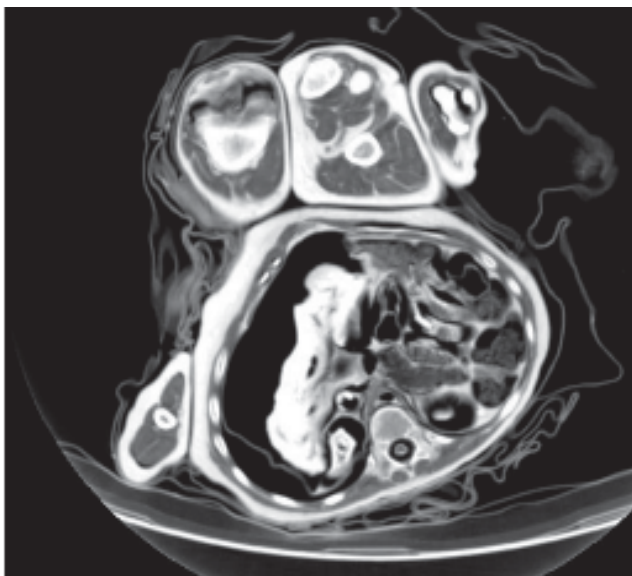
TC axial del abdomen de El Niño. Se visualizan con claridad el páncreas y los riñones, al igual que la vena cava inferior y la arteria aorta y su relación con los pilares del diafragma. Existe materia fecal en colon. No se visualiza el bazo en hipocondrio izquierdo.
